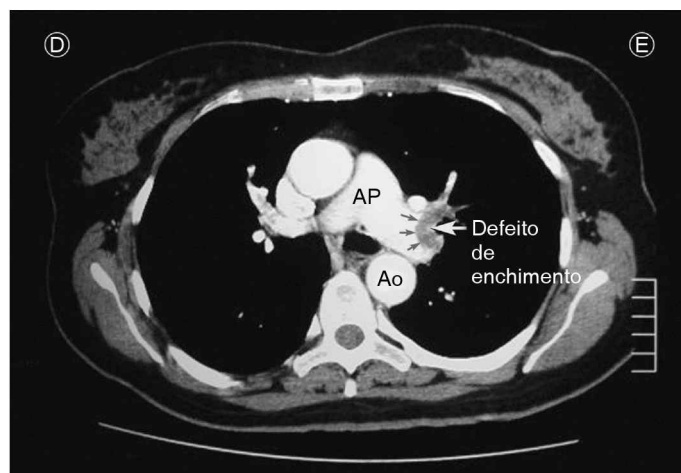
Angiotomografia computadorizada (ATC) mostrando um êmbolo pulmonar (defeito de enchimento) na artéria pulmonar esquerda (AP). Imagem retocada digitalmente. Ao, aorta.
